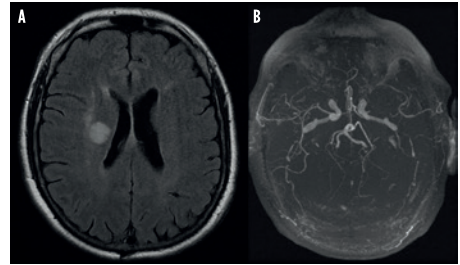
A: RM craneal (secuencia T2-FLAIR) muestra lesión isquémica de nueva aparición a nivel de corona radiata derecha. B: Angio-RM cerebral con empeoramiento evolutivo: oclusión de la porción proximal de ACM izquierda y colaterales arteriales filiformes de escaso tamaño
